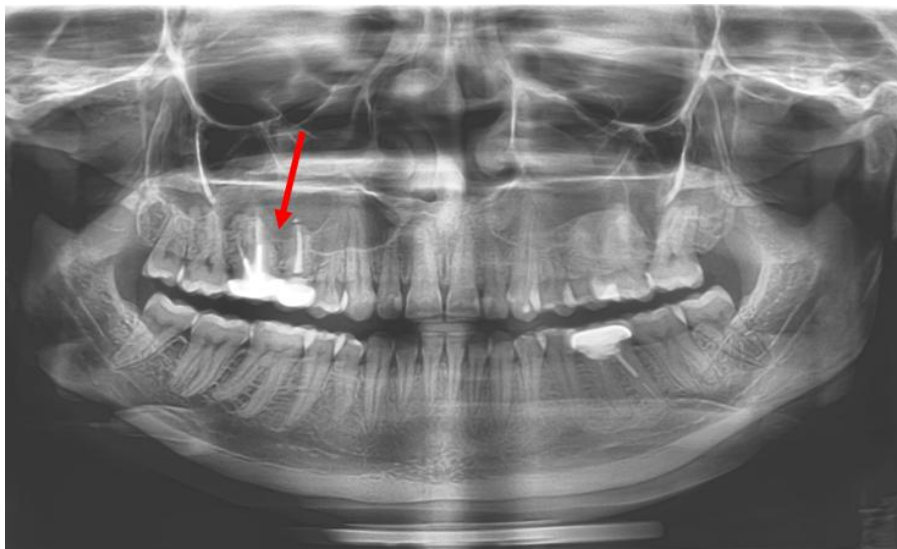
Ортопантомография. В области 15-16 зубов верхней челюсти справа отмечается неравномерное расширение периодонтальной щели, каналы пломбированы (указано стрелкой). Пломбировочный материал прослеживается на всем протяжении негомогенно
